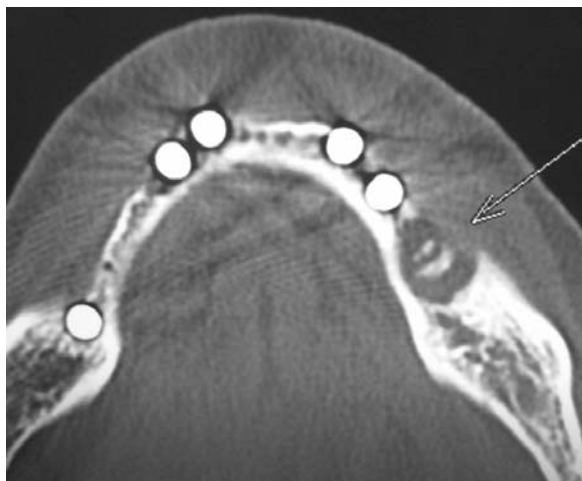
КТ нижней челюсти в горизонтальной проекции. Чётко выявляются секвестры полукруглой формы в очаге хронического воспаления через 3 месяца после удаления имплантата. Подобной формы секвестры мы наблюдали и у других пациентов с актиномикотическим периимплантитом.
